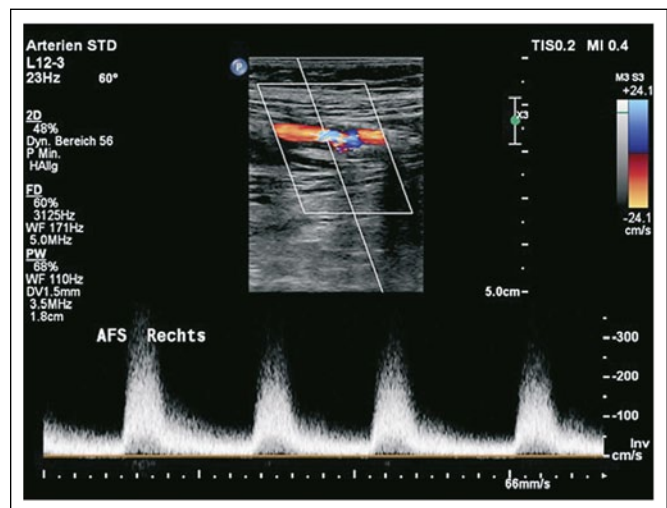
Duplexsonographischer Beweis der AFS-Stenose innerhalb eines Stents zu Beginn der Untersuchung.
